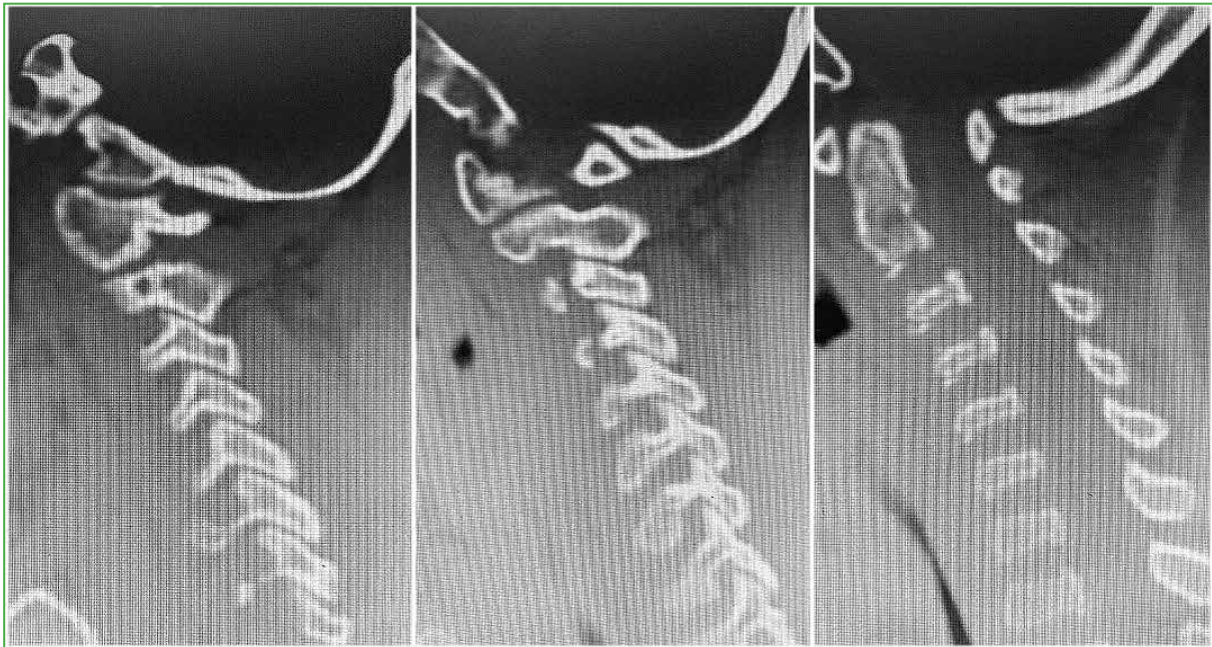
Tomografía computarizada cervical, corte sagital. Se visualiza una disminución de la altura de los cuerpos vertebrales C3-4-5, sin otras anomalías óseas.
